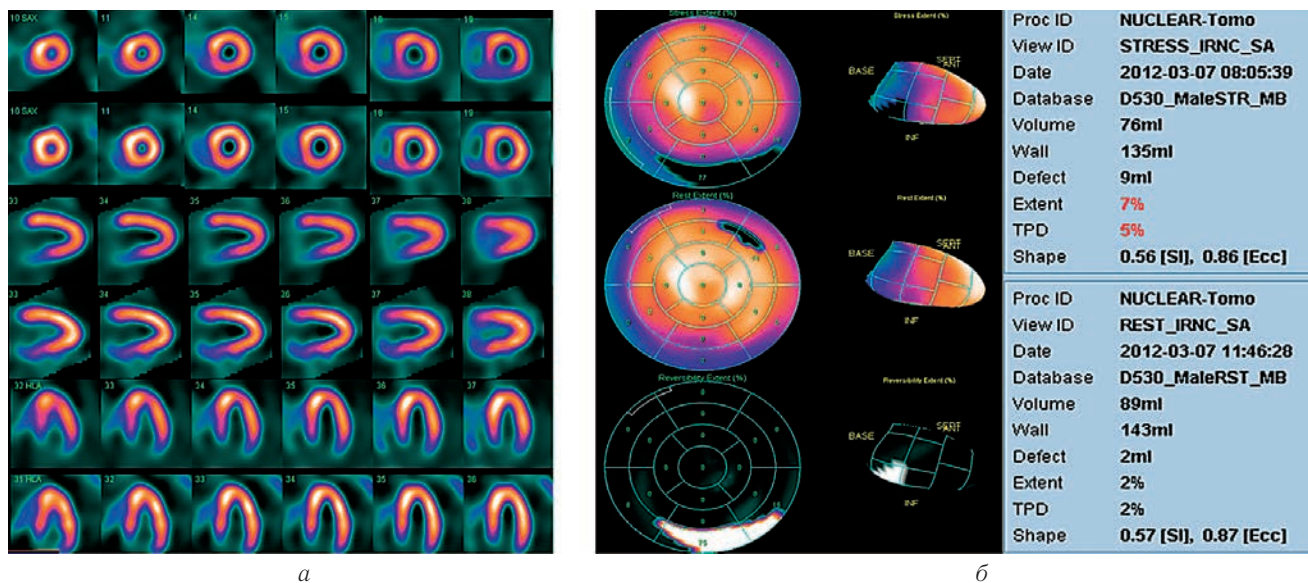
Перфузия миокарда в покое и на фоне пробы с нагрузкой, март 2012 г. (а); полярные карты (нагрузка, покой, обратимость ишемии) демонстрируют небольших размеров зону ишемии миокарда в бассейне ПКА, март 2012 г. (б).
